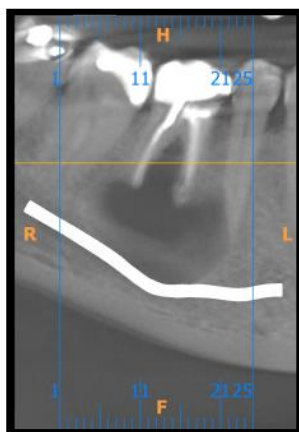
Corte periapical da TCCB demonstrando lesão cística de dimensões grandes no periápice do dente #46 e proximidade com o nervo dentário inferior em evidência.
